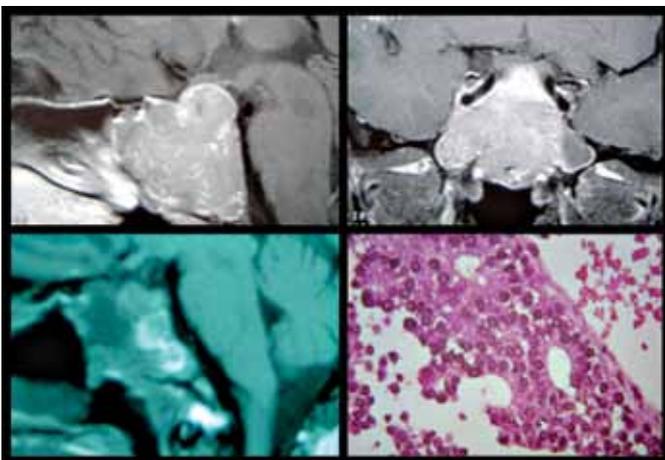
Paciente feminina de 50 anos com quadro de obstrução nasal crônica. Exame neurológico sem alterações. RM em T1 com gadolínio: volumosa lesão destrutiva comprometendo o clivo em toda a sua extensão. Realizada abordagem endonasal endoscópica pura (campo operatório foi deixado preparado para degloving e maxilotomia se necessário). Ressecção tumoral completa da lesão com o auxílio de neuronavegação por técnica endoscópica pura. Pequeno componente adentrando e deslocando a parede medial esquerda do seio cavernoso, sendo ressecado e tamponado com cola biológica. Imagem inferior esquerda evidenciando RM no terceiro dia de pós-operatório com ressecção da lesão. A hiperintensidade junto ao clivus deve-se à produto de degradação da hemoglobina no terceiro dia de pós-operatório. Anatomo-patológico revelou esteseoneuroblastoma. Tempo cirúrgico: 5 horas
